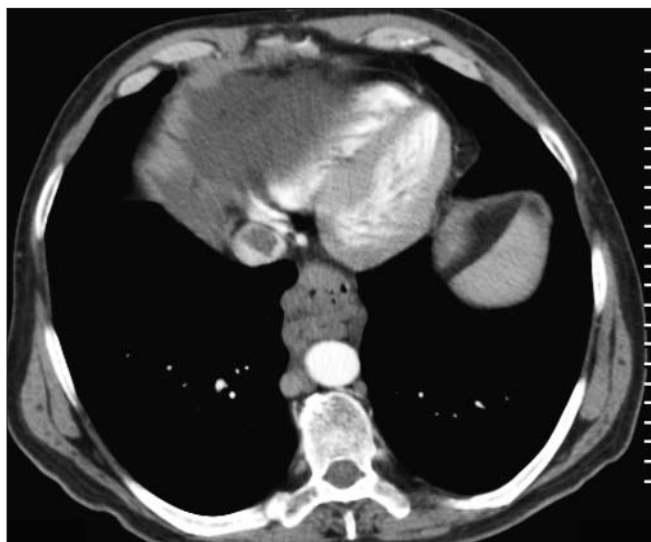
Tromboză de vena cava inferioara, porțiunea înalta (aspect CT)
